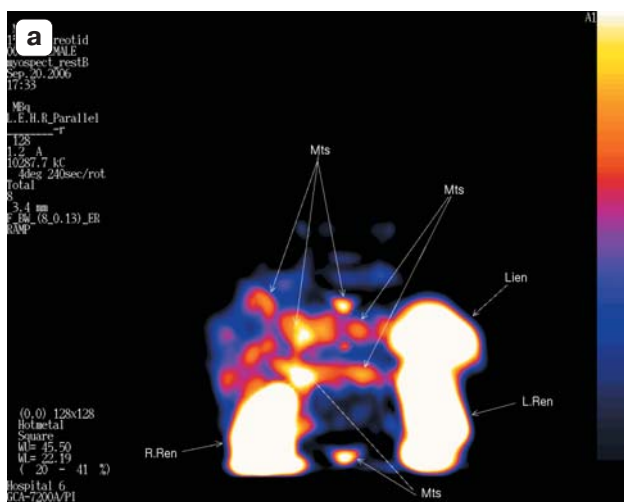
Сцинтиграмма. АКГГ-продуцирующая опухоль легкого и метастазы в печень. а – до начала биотерапии, б – через 6 мес после проведения терапии октреотидом-депо.
